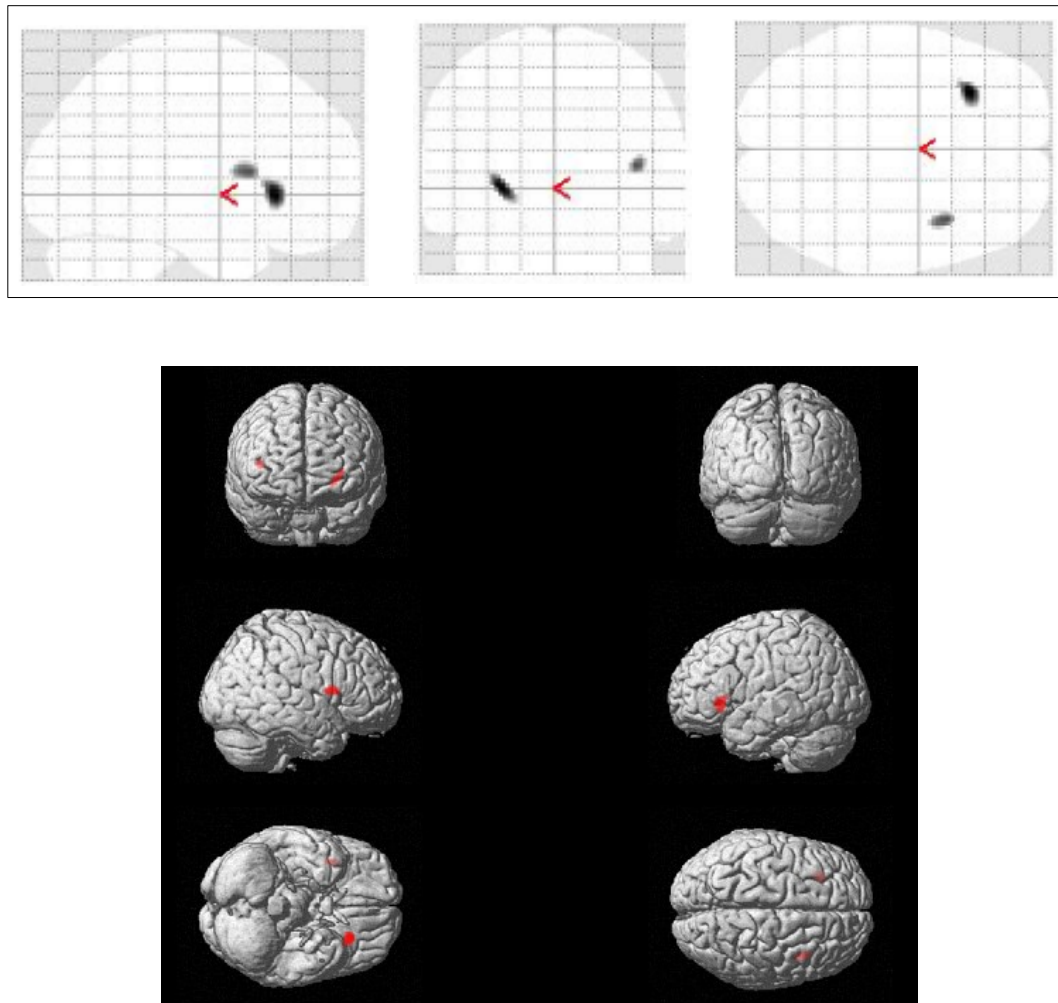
a und 19 b: Vergleich der normalisierten und geglätteten ^{18}F -FDG-PET Aufnahmen von 18 Patienten mit AD mit ≤ 11 Bildungsjahren und 13 Patienten mit ≥ 12 Bildungsjahren.
